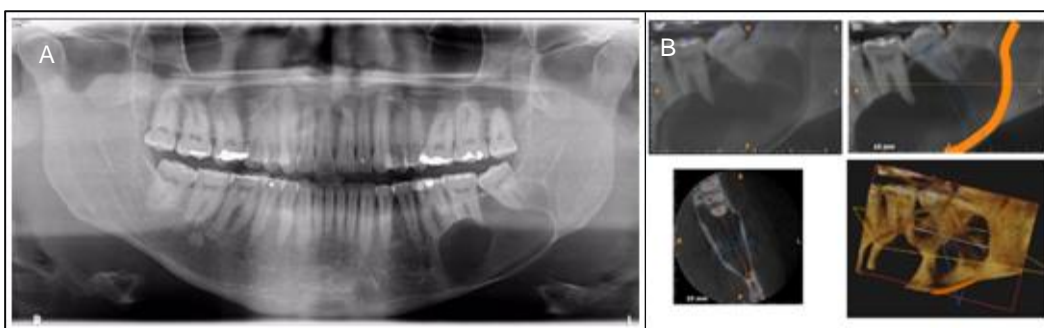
Radiografia panorâmica inicial (A), tomografia computadorizada inicial (B).
